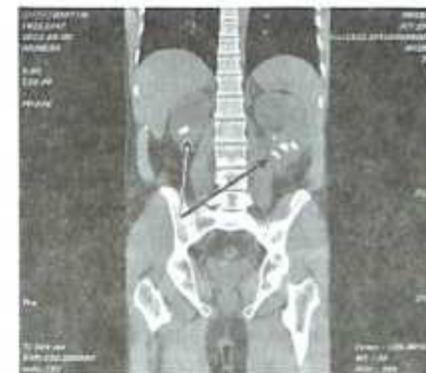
КТ-исследование мочевого пузыря, показывающее расширение мочевого пузыря и мочеточника.
